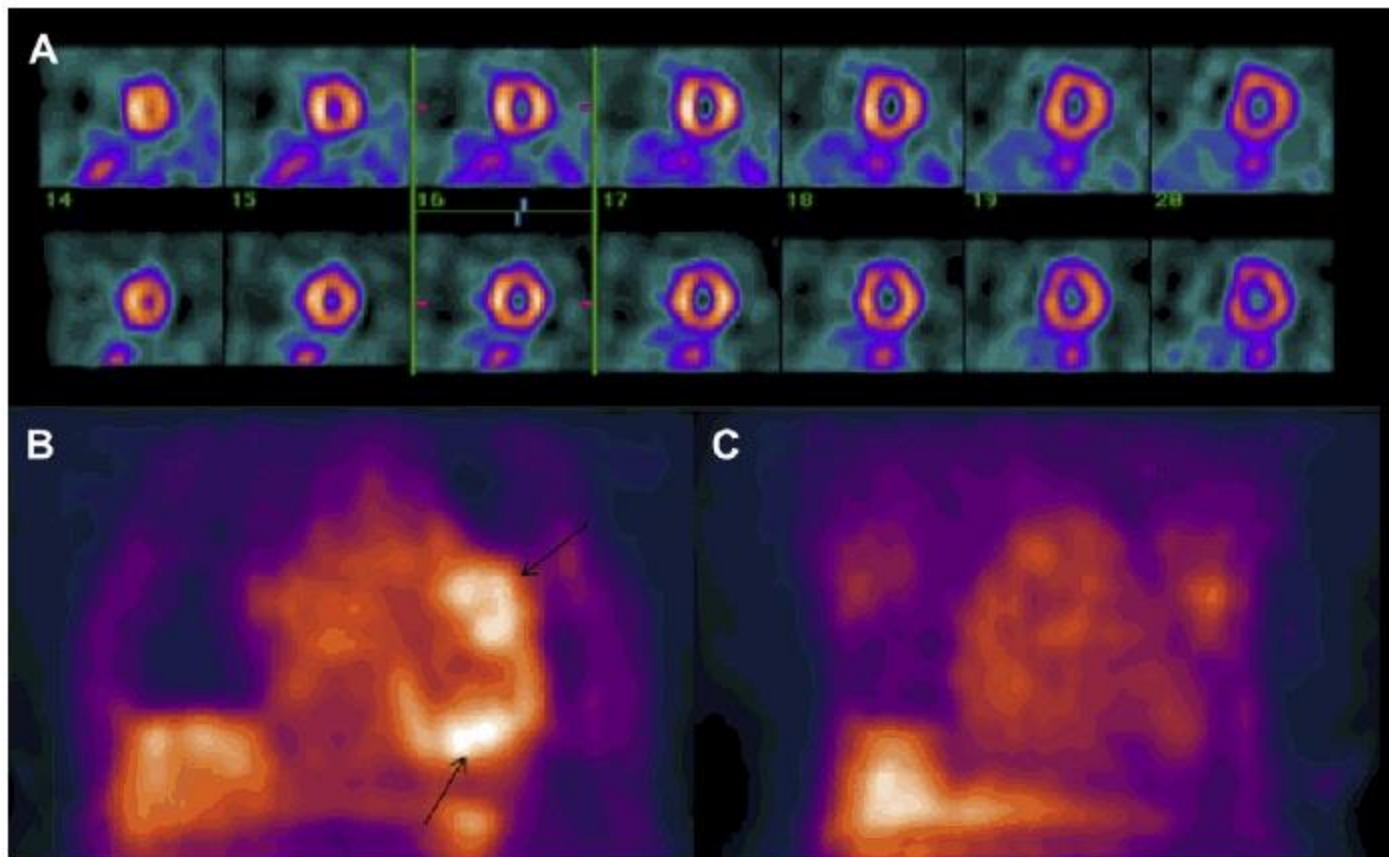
Images from a 42-year-old woman with biopsy proven neurosarcoidosis who presented with ventricular tachycardia. (A) Myocardial perfusion single-photon emission tomography images; stress (*top row*) and rest (*bottom row*) showed normal perfusion. (B) FDG-PET image showed focal uptake in the midanterior and midinferior region of the myocardium, suggesting sarcoidosis involvement. (C) Follow-up FDG-PET images showed resolution of focal FDG uptake after steroid treatment.
